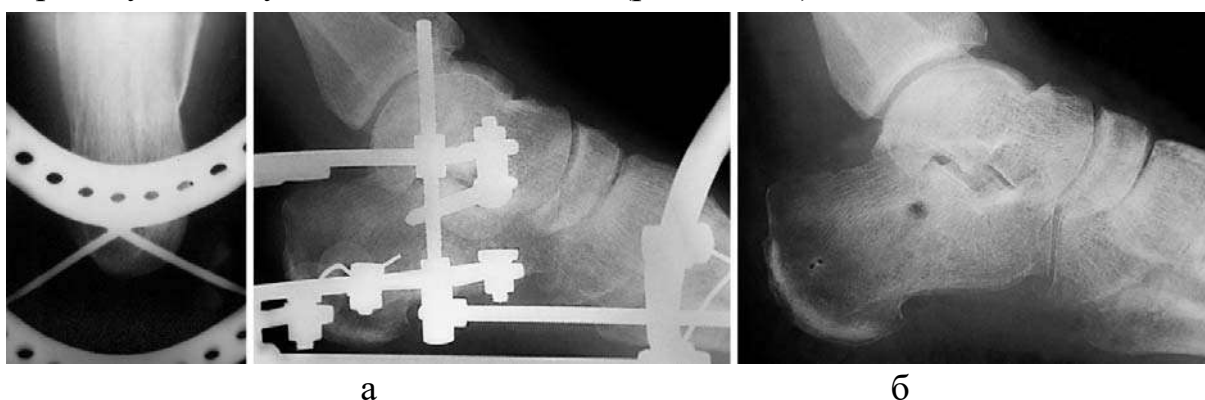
Фотовідбитки контрольних рентгенограм стопи після комбінованого остеосинтезу (а) п'яткової кістки та після лікування (б)
